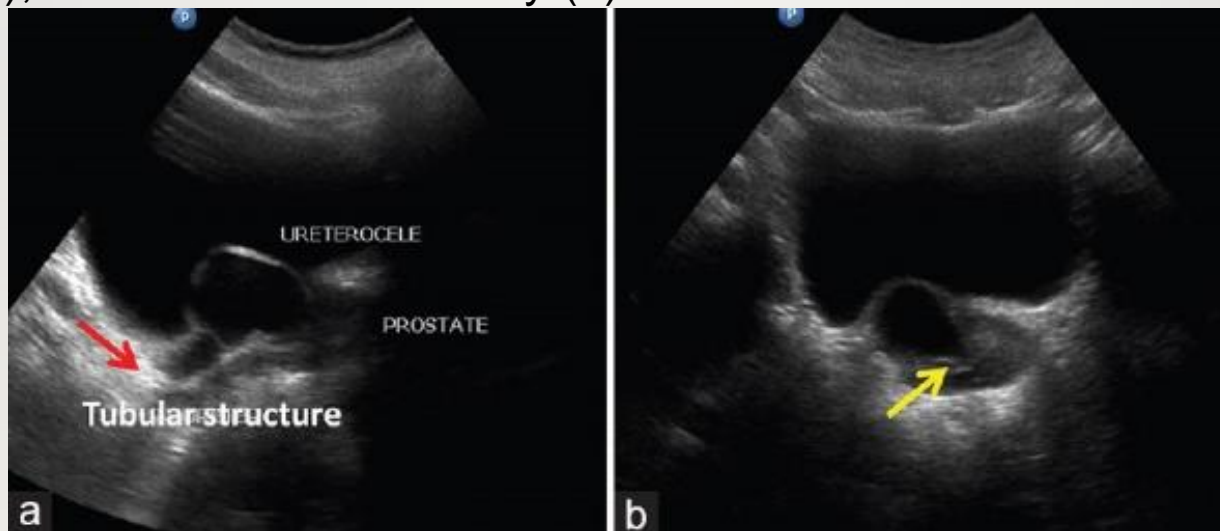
(a and b) Ultrasound Pelvis Images Show an Anechoic Tubular Structure (Red Arrow), Between Urinary Bladder and Rectum, with Cystic Protrusion into the Lumen of Bladder. (a), The Cystic Lesion Appears to Communicate with the Prostatic Urethra in the Midline. (b, Yellow Arrow).
